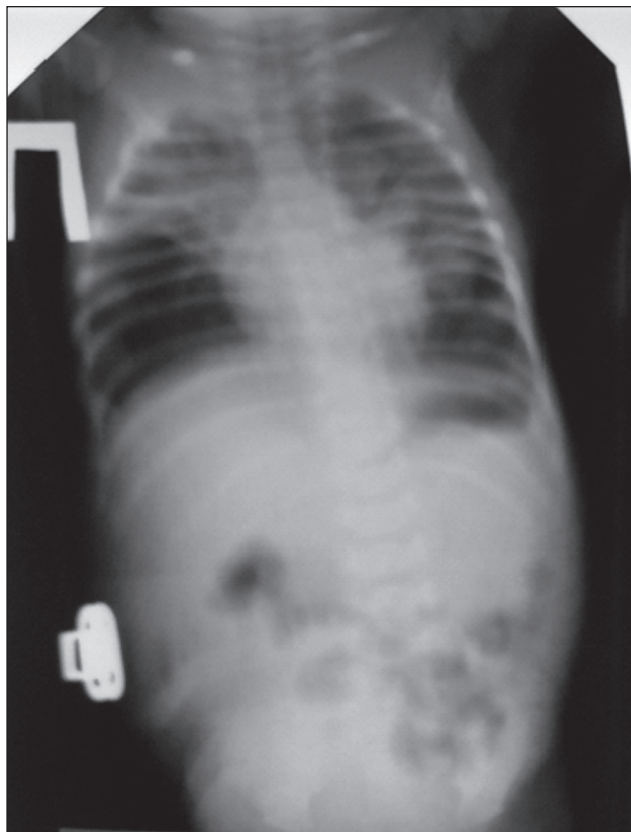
Обзорная рентгенограмма на момент поступления
